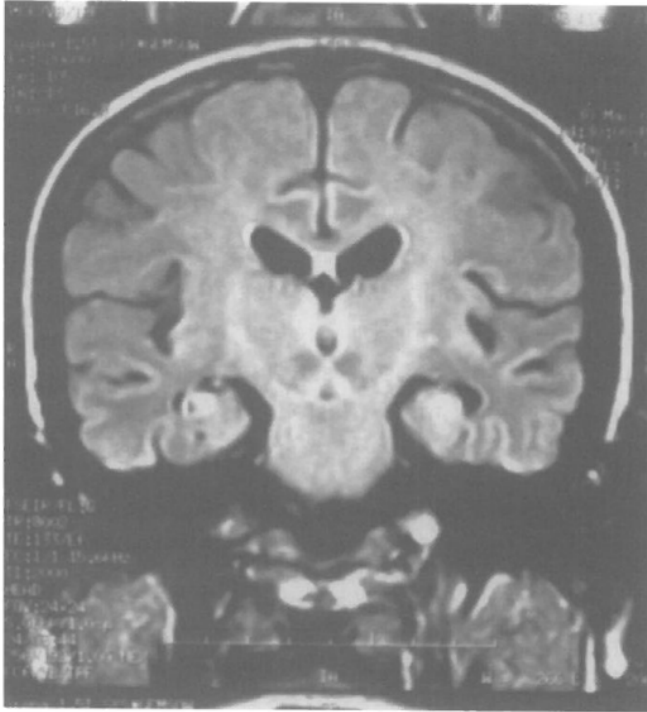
MRG'de (FLAIR koronal kesitlerde) talamus ve perimezensefalik alanlarda bilateral ve simetrik hiperintens lezyonlar.
